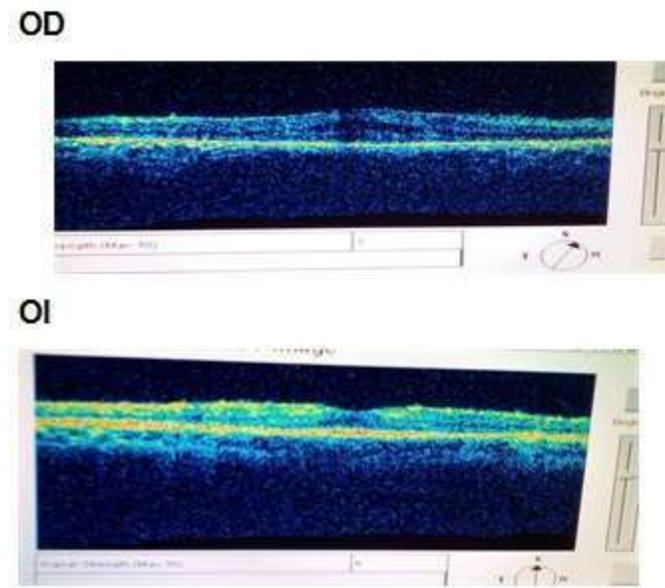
Tomografía de coherencia óptica a los dos meses del tratamiento combinado en ambos ojos. No se observan quistes en OD y solo microquistes en OI. Imagen de los autores.
